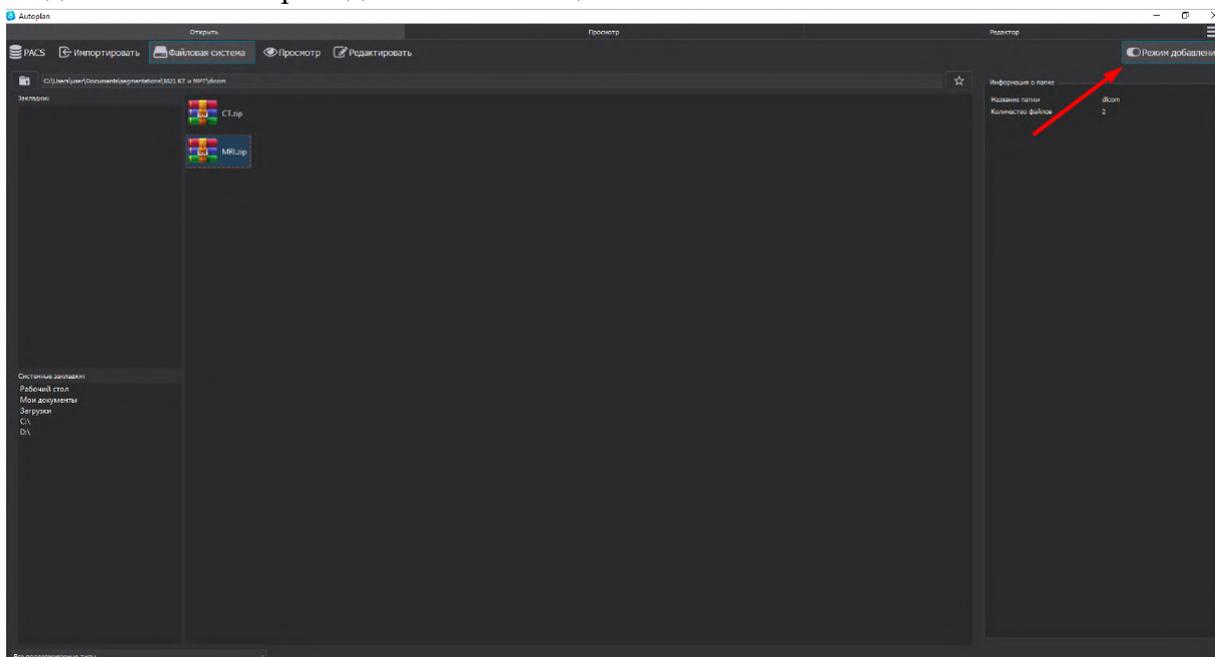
Добавление данных МРТ
